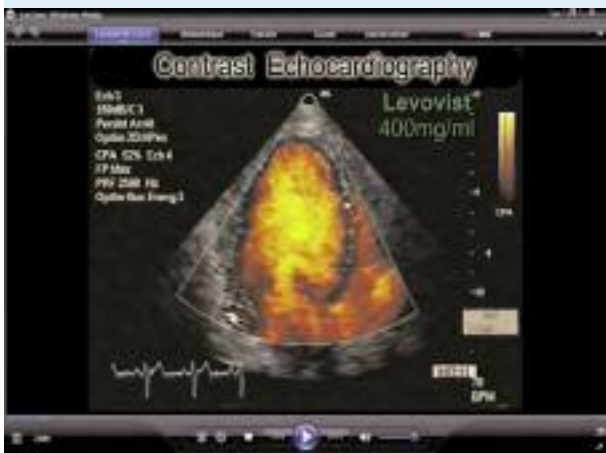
Echocardiographie de contraste d'une non compaction ventriculaire gauche
